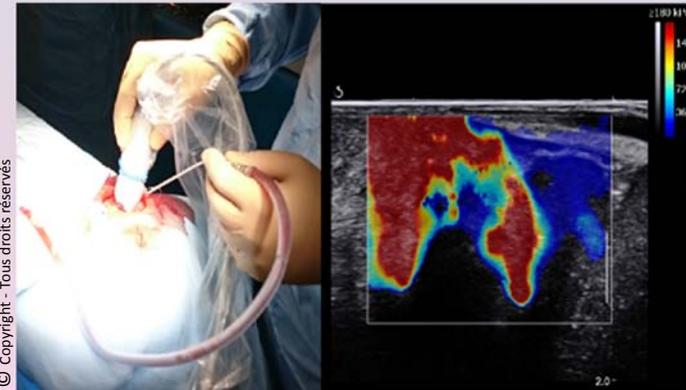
Elastographie ultrasonore per-opératoire d'un méningiome.
